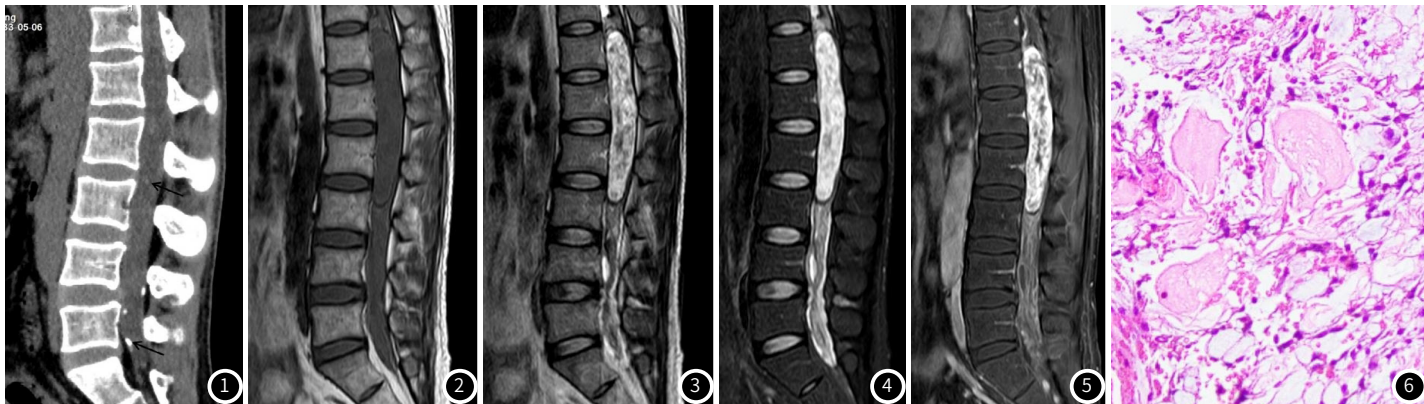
CT平扫矢状面示腰段椎管内散在钙化灶(箭头所示)；图2 MRI矢状面T<sub>1</sub>WI序列示T12-L3平面椎管内病灶呈等稍低信号；
